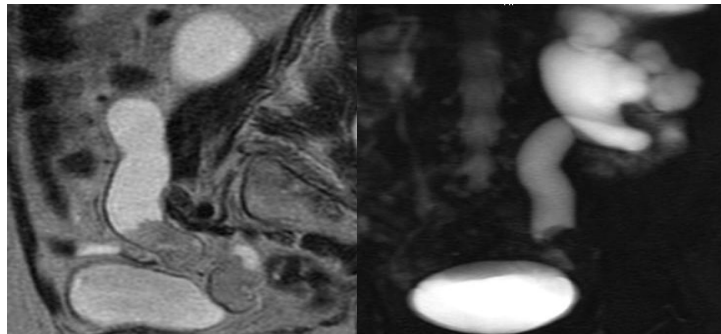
Resonancia magnética (imagen tumoral hipointensa en uréter distal izquierdo que produce ureterohidronefrosis)
